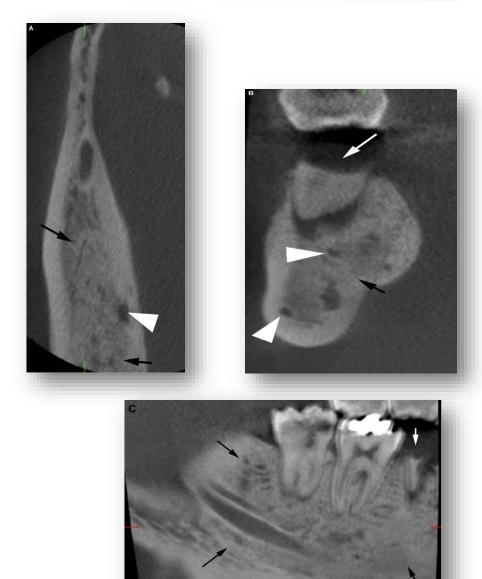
Cortes axiales A, D; secciones transversales, B, E; y cortes sagitales de la tomografía computarizada de haz cónico, C, F. A, B, C derechos y D, E, F izquierdos de la zona posterior mandibular. Las flechas blancas indican los restos radiculares, las flechas negras indican las áreas de incremento en la densidad trabecular y pérdida de la arquitectura del trabeculado, y las cabezas de flechas blancas señalan áreas de radiolocidez. <sup>30</sup>
